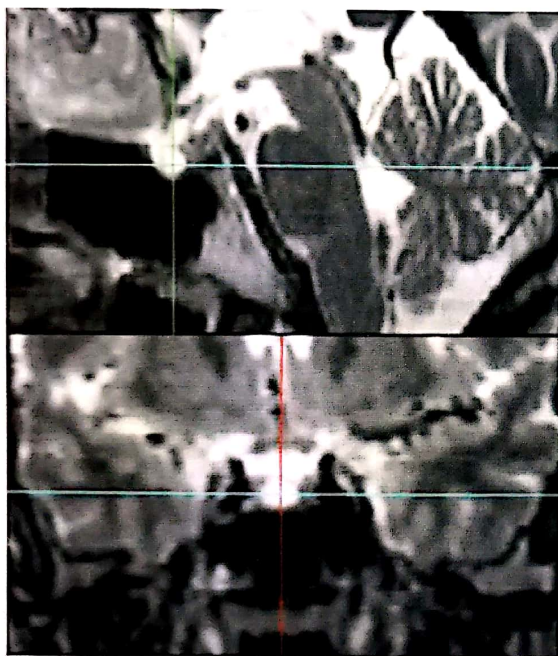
Aspect IRM post-GKS la 1 an.
